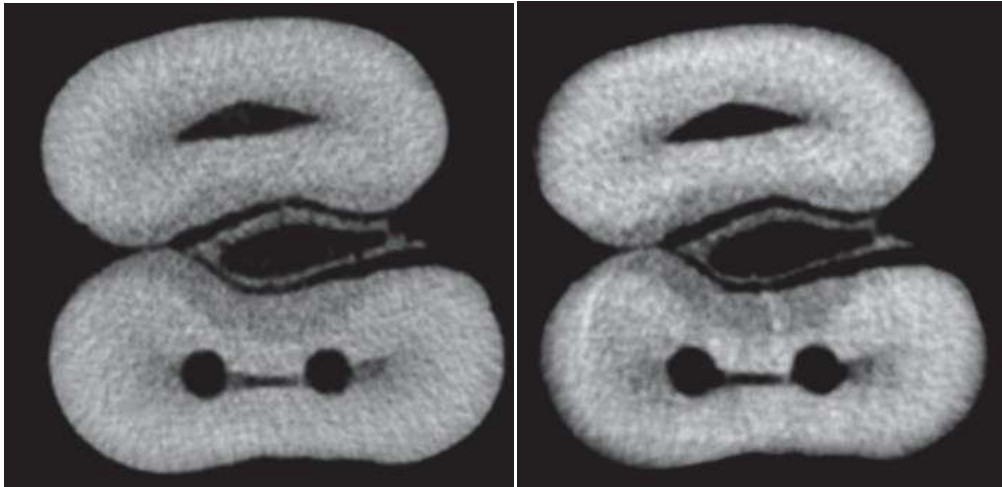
Imagem em micro-CT de corte transversal do dente 8 (Grupo XPC). À esquerda, momento após a instrumentação do canal e à direita após o protocolo de irrigação final.
